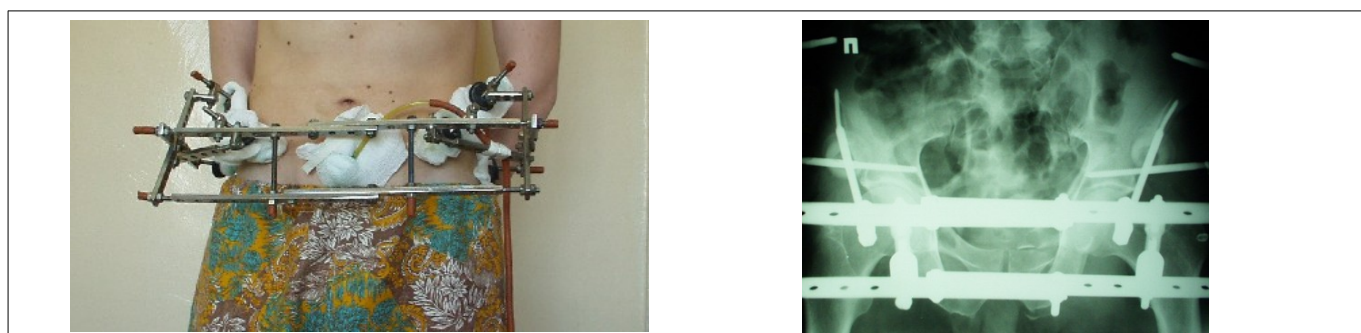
Нестабильное билатеральное повреждение таза типа С2.3а1b1с1 фиксированное в АНФ оригинальной схемы, внешний вид и рентгеновский снимок.
